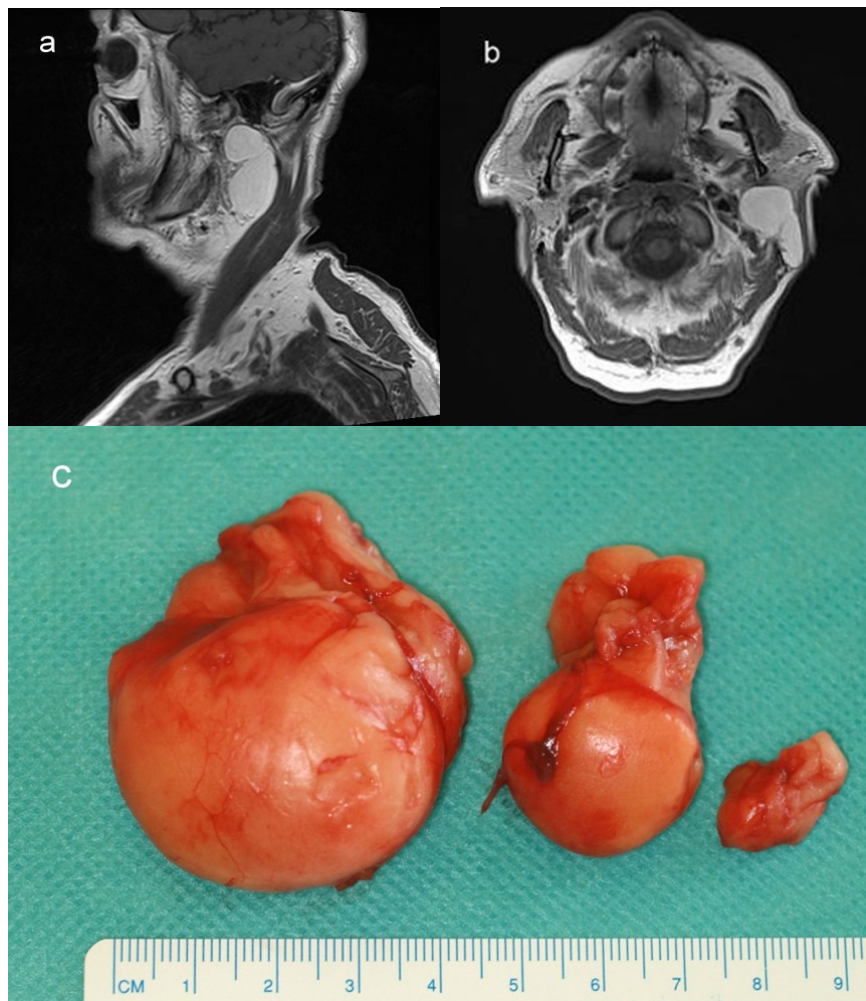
a-c: Lipom eines 72 Jahre alten Mannes im Bereich der linken Parotisloge. a) Das Sagittale, T1-gewichtete MRT-Bild zeigt eine aus drei Teilen bestehende, zirka 70mm lange und gut umschriebene Läsion, welche sich zum umliegenden Fettgewebe als isointens darstellt. b) Axiales, T1-gewichtetes MRT-Bild zeigt die parapharyngeale Ausdehnung des Tumors. c) In der postoperativen Photographie werden die drei, mit einer fibrösen Bindegewebskapsel umgebenden Teile des Lipoms dargestellt.
